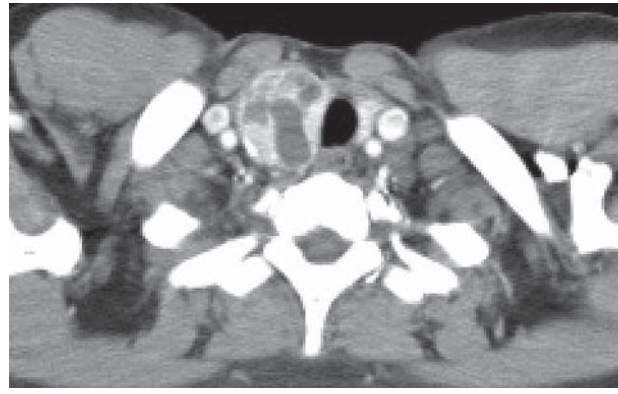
КТ скан шії в аксіальній площині; медіастинальне вікно
